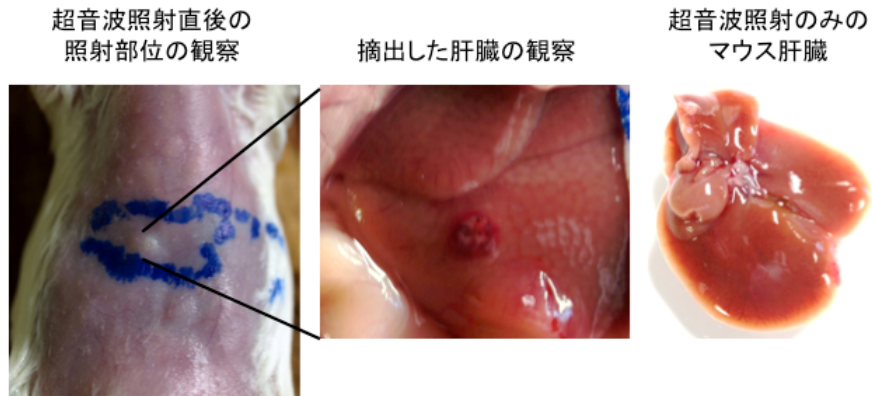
PFP液滴ミセルとドキシソルピシン封入TF-バブルリポソームを尾静脈投与し、体外より肝臓部位に向けて超音波照射したときの効果
